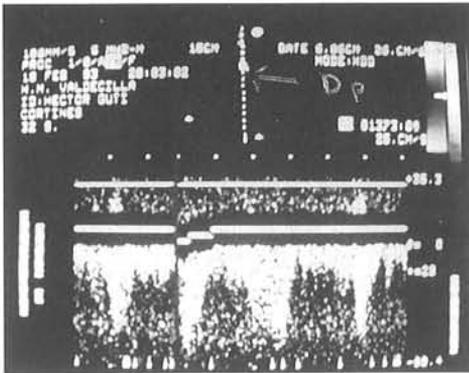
ECO Doppler pulsado colocado en Aorta ascendente muestra la onda del flujo retrógrado alejándose del transductor, por lo tanto en la zona negativa de la línea base.
